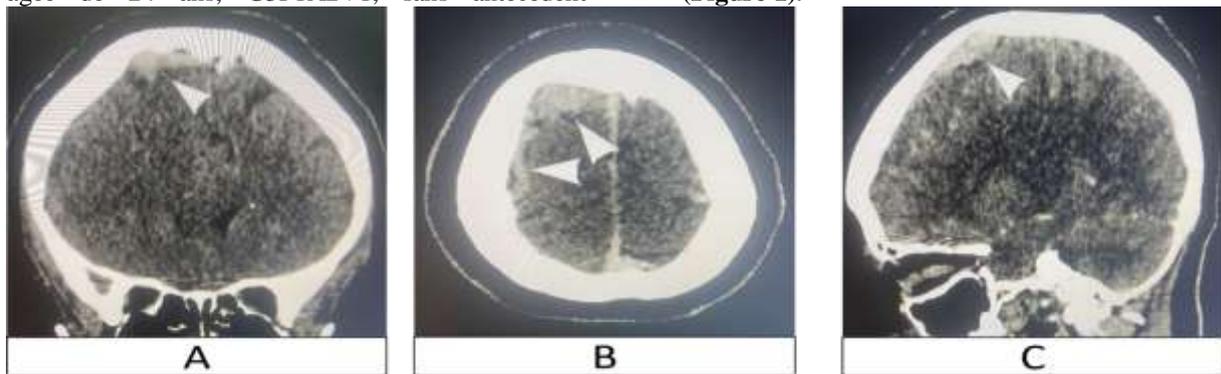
TDM cérébrale en coupe coronale (A), axiale (B) et sagittale (C) sans injection de produit de contraste objectivant une hyperdensité spontanée frontale droite en rapport avec une thrombophlébite cérébrale.
